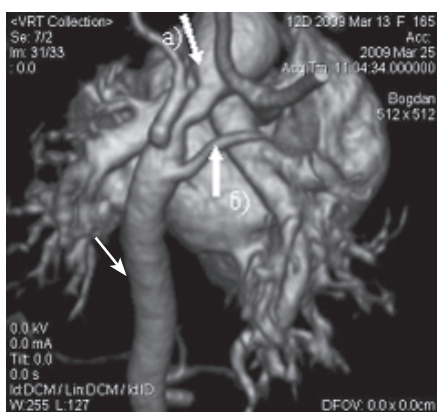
Ангио-КТ с VRT-реконструкцией у ребенка Б., 10 сут жизни с перерывом дуги аорты и aberrантной (ретроэзофагальной) правой подключичной артерией (б), артериальный проток (а)
